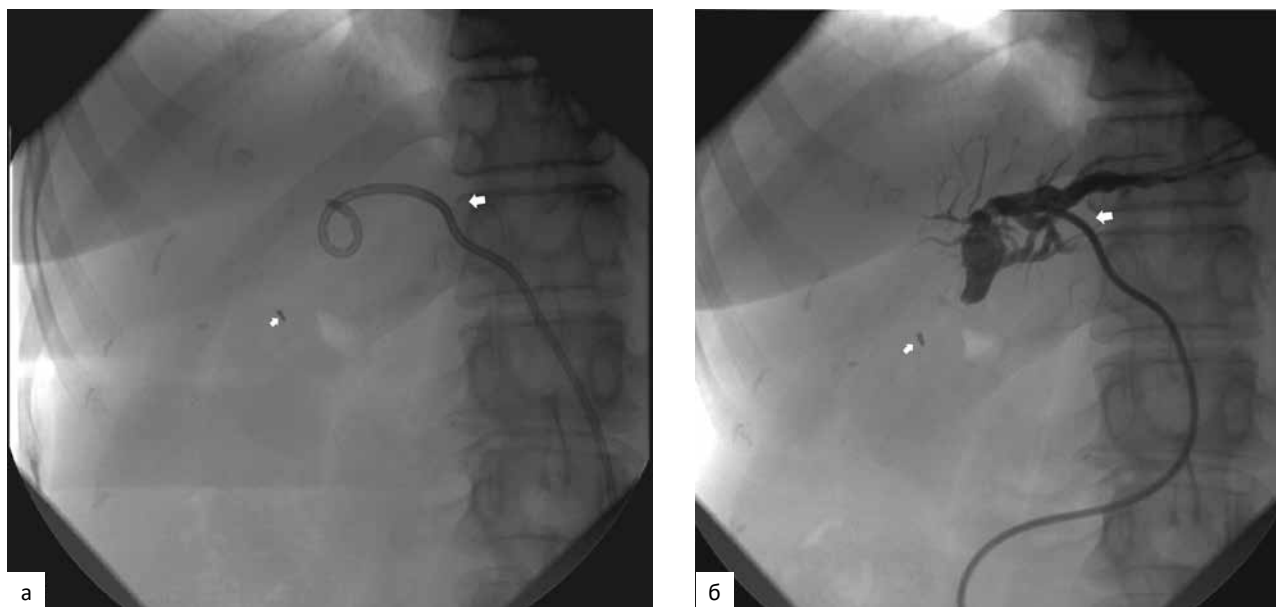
Обзорная рентгенография брюшной полости (а) и фистулохолангиография (б) от 17.02.2020 при обращении в клинику. На изображениях определяются металлические скрепки после холецистэктомии (маленькая стрелка) и холангиостомический дренаж в левом долевым протоке (большая стрелка). При тугом контрастировании через установленный холангиостомический дренаж визуализируются протоки только левой доли печени
